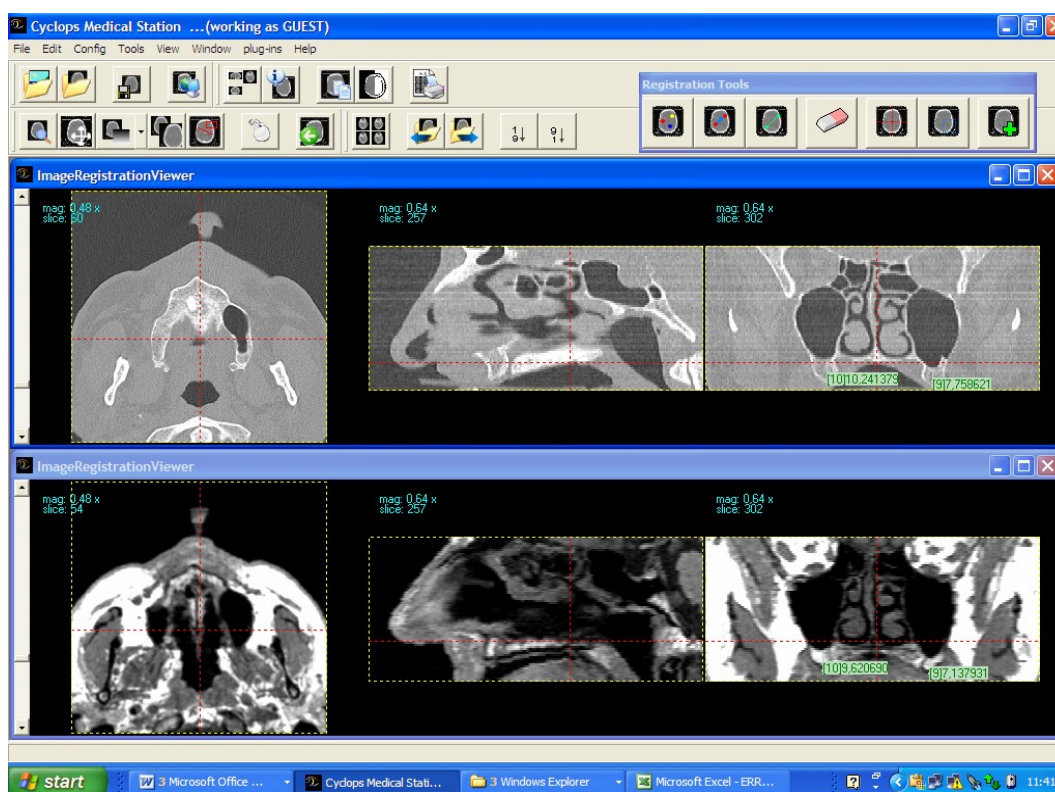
interface do software após a realização das medidas posteriores, com os cortes próximos do correspondente na ressonância magnética e tomografia computadorizada.
